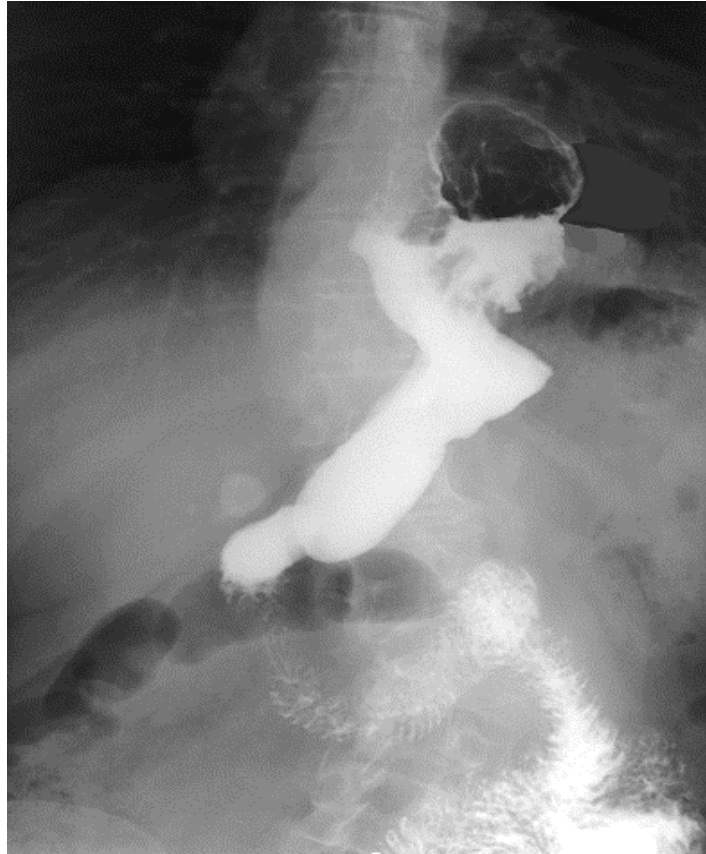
Рентгенологічне дослідження. Грижа СВД, тип II
